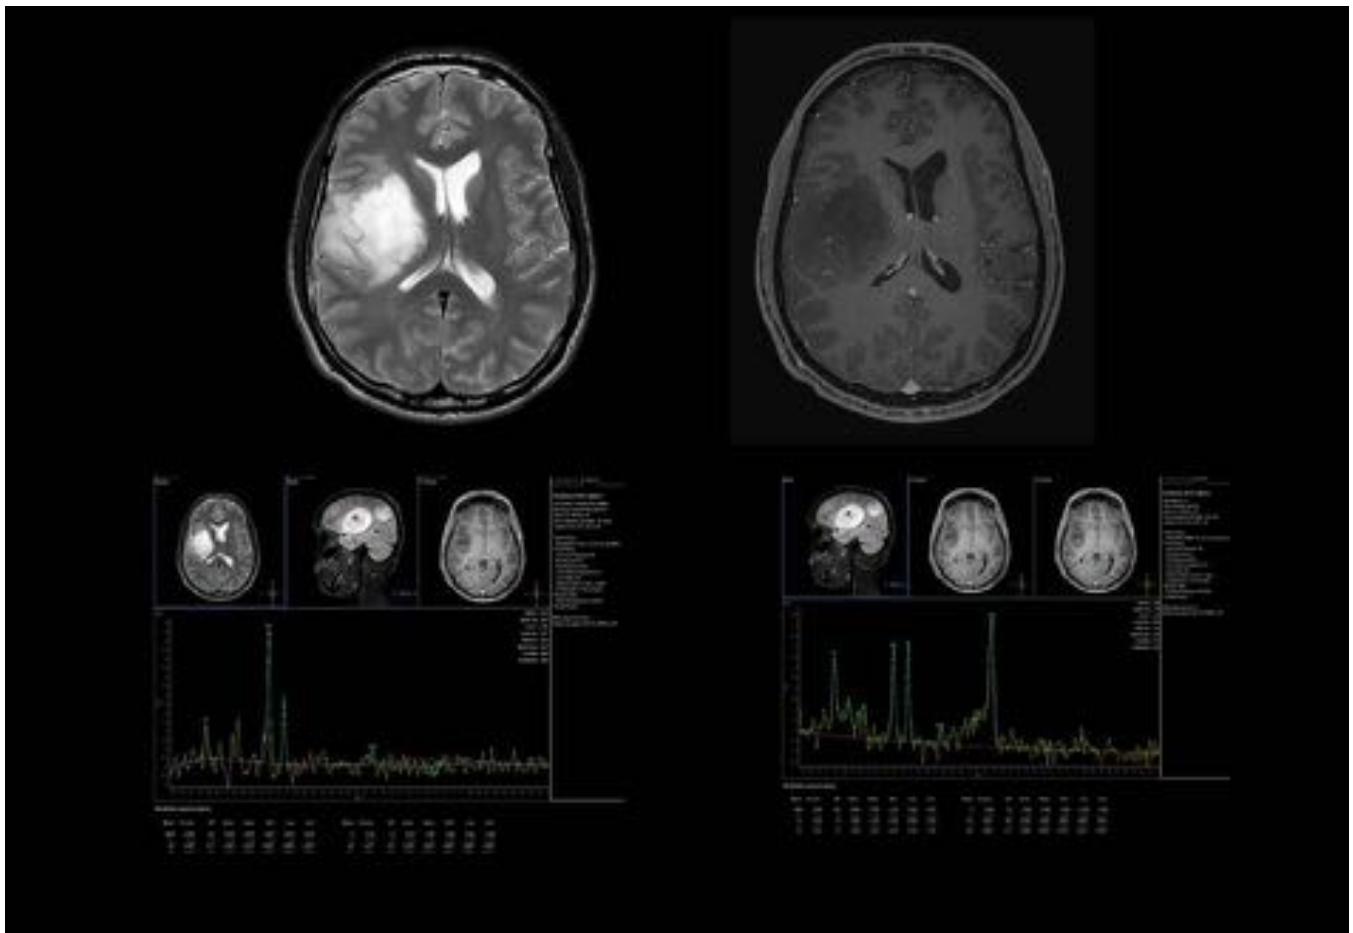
FIG 11. Caso 1. En el estudio de RM al ingreso se aprecia en secuencia potenciada en T2 en plano axial lesión ocupante de espacio (asteriscos) hiperintensa que tras la administración de contraste no presenta realce significativo.
